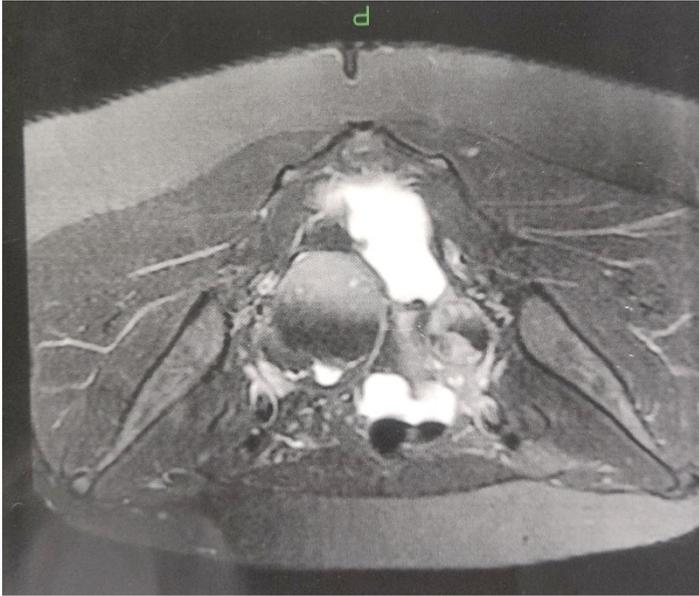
avaliação de corte transversal de pelve através de ressonância nuclear magnética revelando imagens ovarianas bilateralmente de características complexas, evidenciando septações grosseiras e sinal alto em T1 com supressão de gordura podendo representar calcificação.
